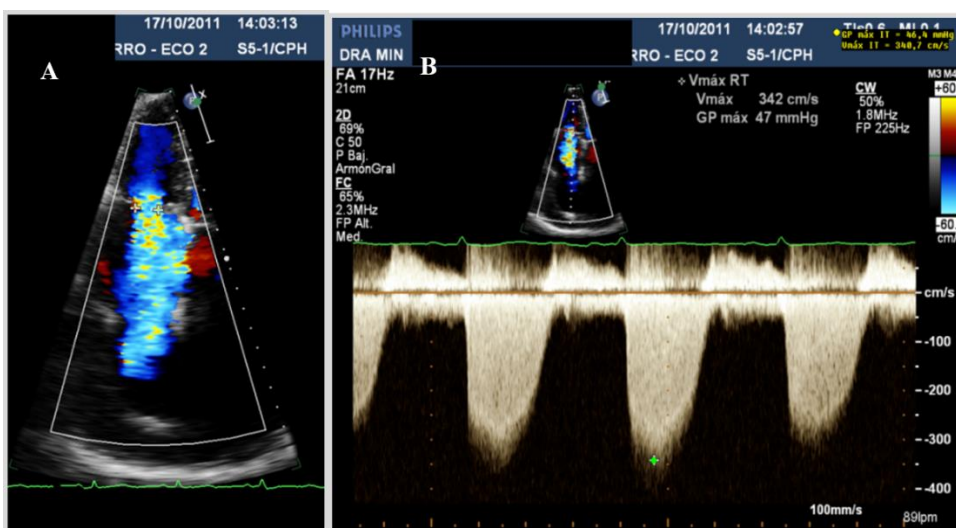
Doppler color y continuo de insuficiencia tricúspide
